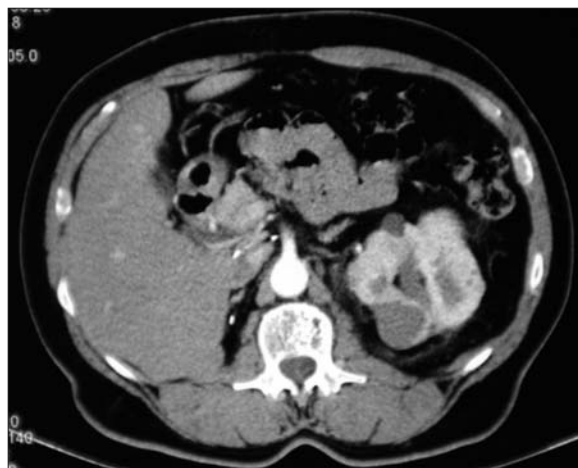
Caso 3: tomografía computarizada al mes de la radiofrecuencia, se observa un nódulo hipodenso sin realce irregular.
